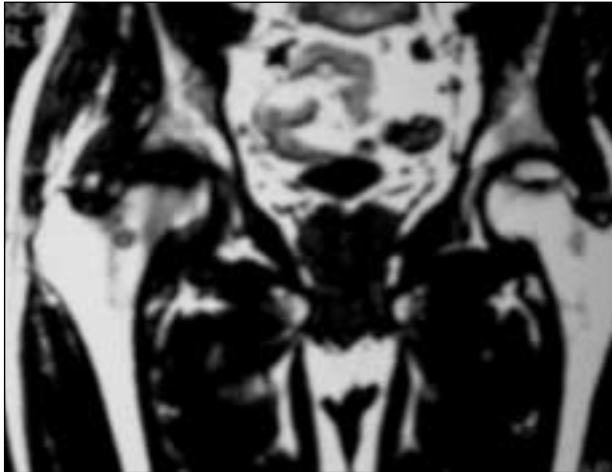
RM. Imagen en T1.
